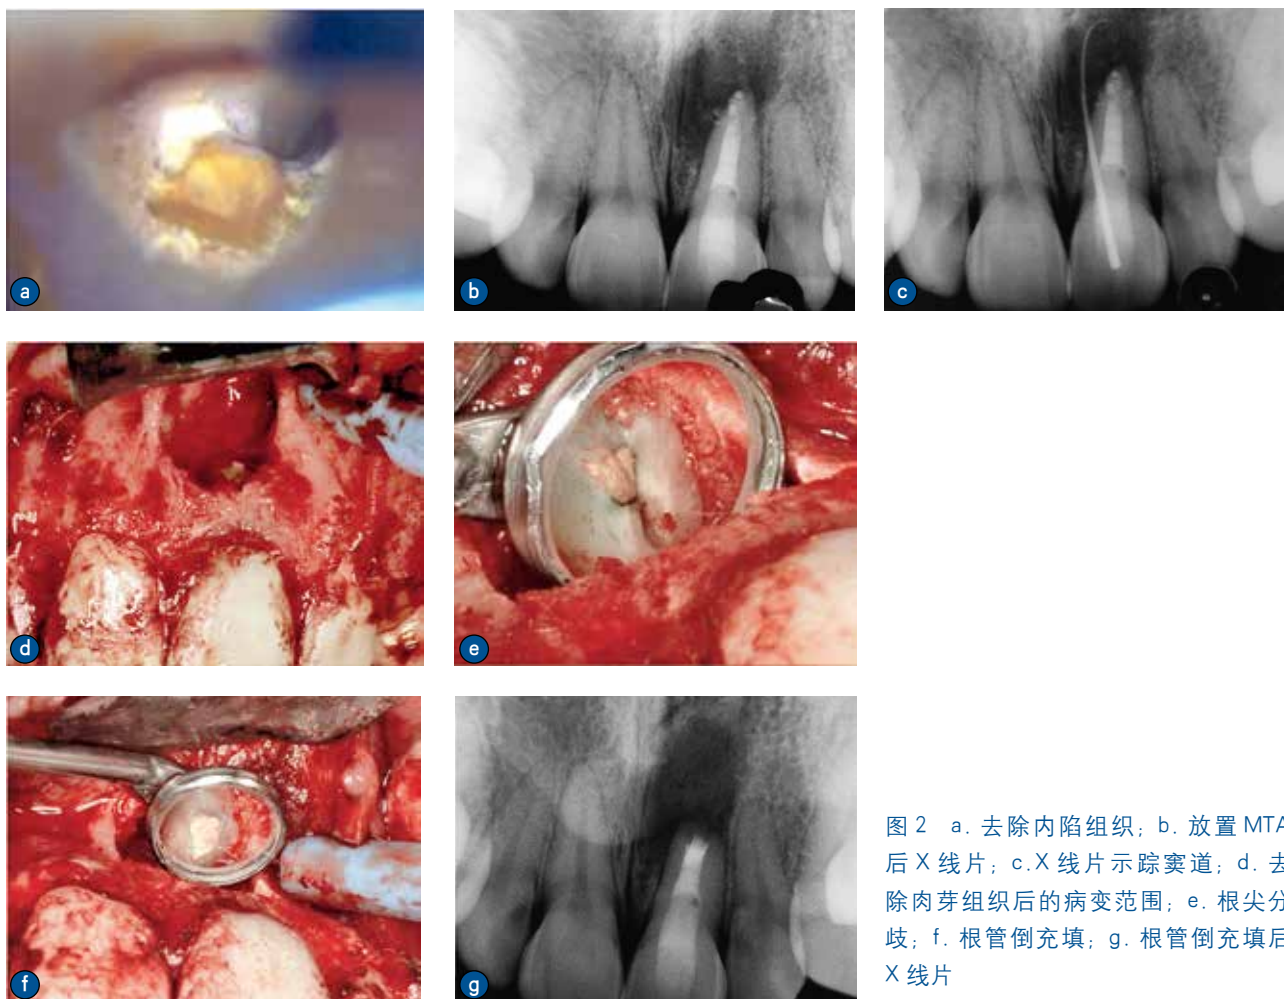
a. 去除内陷组织; b. 放置MTA后X线片; c. X线片示踪窦道; d. 去除肉芽组织后的病变范围; e. 根尖分歧; f. 根管倒充填; g. 根管倒充填后X线片
